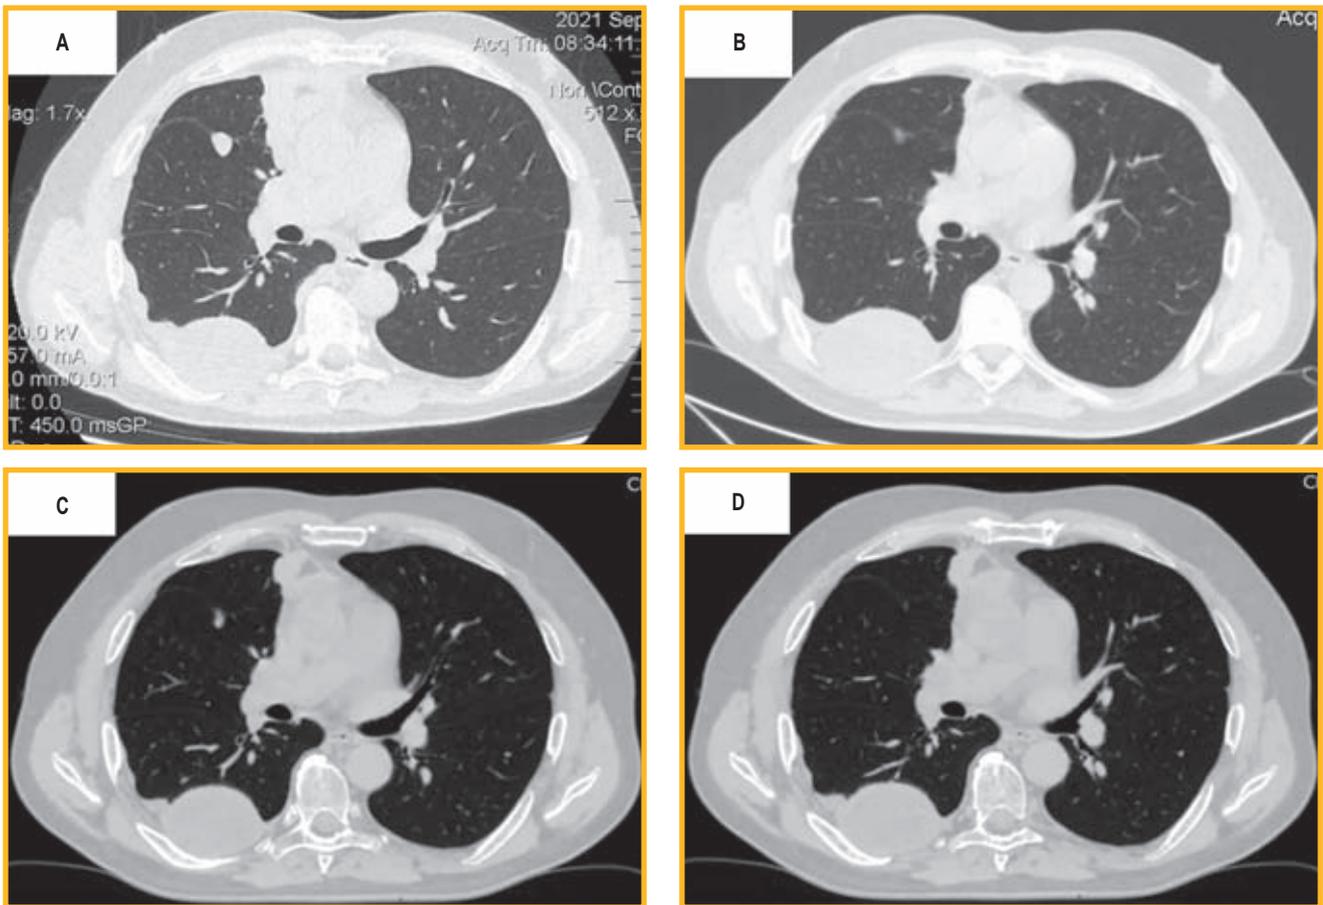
Мультиспиральная компьютерная томограмма органов грудной клетки пациента К., 67 лет: А – визуализируется образование переднего средостения больших размеров, множественные образования парietальной плевры справа с инвазией в грудную стенку (при госпитализации); В – уменьшение размеров опухоли в переднем средостении, количества метастазов плевры (после 8 курсов полихимиотерапии I линии); С – стабилизация размеров опухоли, отмечен рост метастазов по плевре (через 6 мес. после окончания курса полихимиотерапии); D – стабилизация размеров опухоли, уменьшение размеров метастазов плевры (через 18 мес. в после начала лечения)
